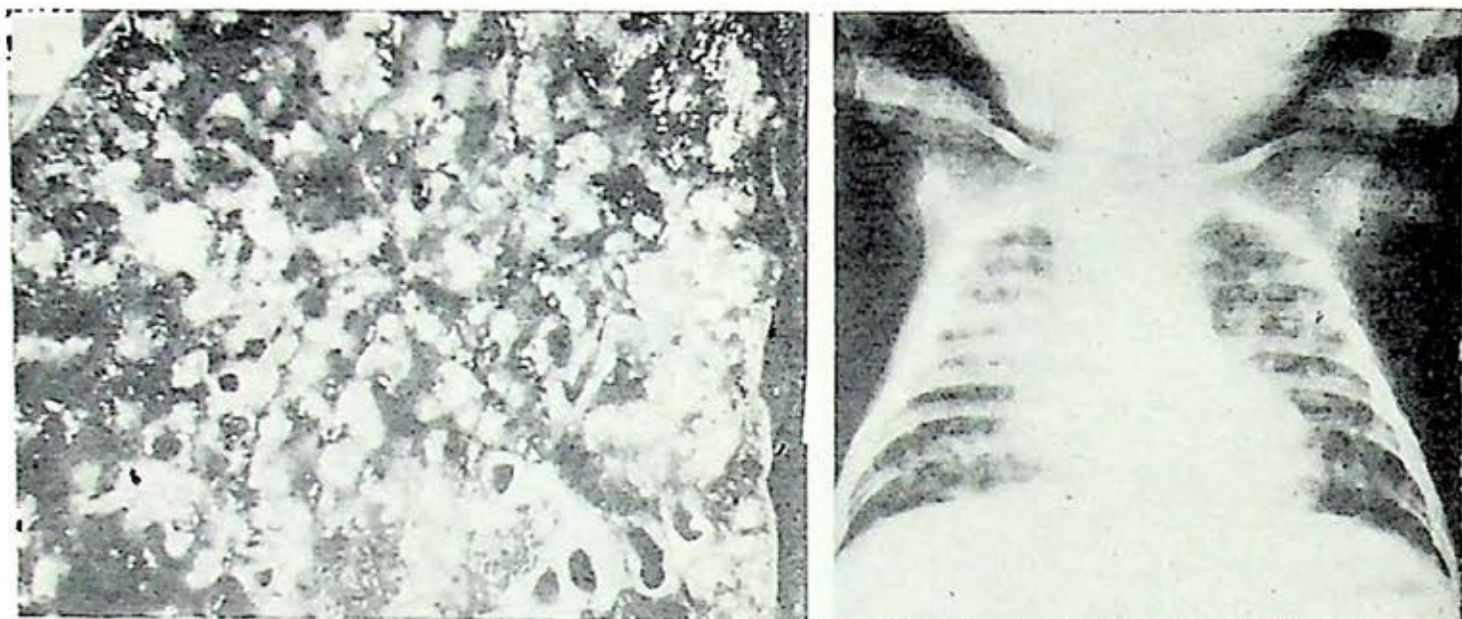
Pieza anatómica y radiografía de un caso de tuberculosis pulmonar de tipo miliar en etapa de lesiones confluentes.
